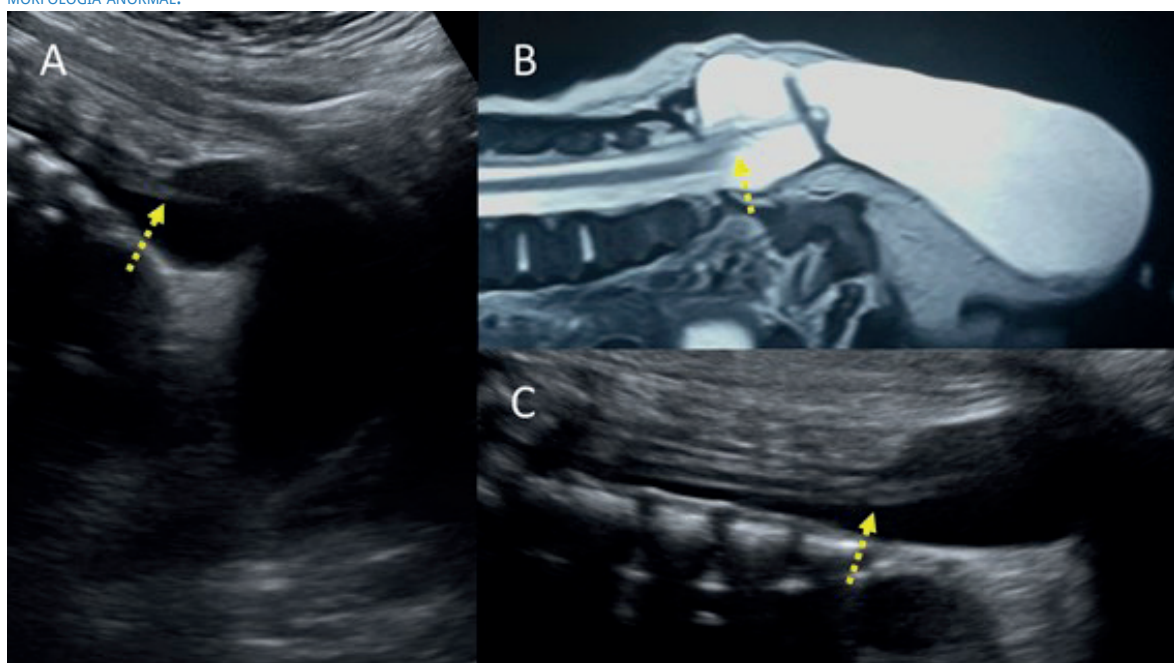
A: CORTE SAGITAL DE COLUMNA LUMBO-SACRA QUE MUESTRA EL NIVEL DEL CONO MEDULAR ADELGAZADO, LLEGANDO HASTA EL DISRAFISMO CERRADO. B: RESONANCIA DE COLUMNA SACRA QUE MUESTRA CÓMO EL CONO MEDULAR SE ENCUENTRA FIJO AL DEFECTO NEURAL, CON ADELGAZAMIENTO MARCADO. LO CUAL TAMBIÉN SE LOGRA MOSTRAR EN LA IMAGEN DE ULTRASONIDO EN C. LA FLECHA AMARILLA MARCA EL CONO MEDULAR ANCLADO A NIVEL DEL SACRO Y DE MORFOLOGÍA ANORMAL.
